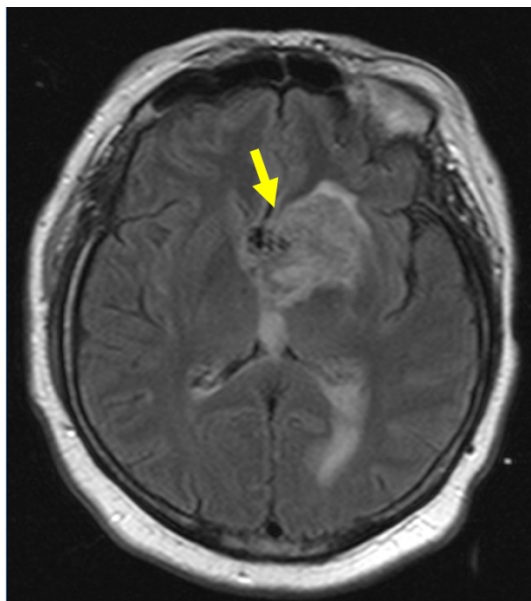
Axiale Schnitte einer kranialen MRT in der FLAIR- Sequenz mit Darstellung einer eingbluteten tief parenchymalen zwischen beiden Seitenventrikelvorderhörner gelegenen AVM.
